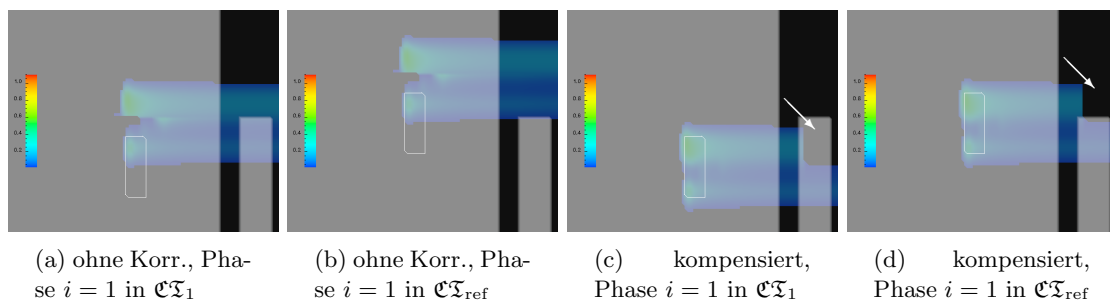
Vergleich zwischen unkorrigierter (a,b) und kompensierter (c,d) Bewegung anhand der Bewegungsphasen. Erfolgt keine Kompensation ist die Strahlposition in allen Bewegungsphasen wie in $\mathcal{CT}_{\text{ref}}$ (a) mit entsprechenden Fehldosisungen ((b) nach Transformation in $\mathcal{CT}_{\text{ref}}$). Wird die Strahlage der Bewegung angepasst erfolgt im Zielvolumen die geplante Dosisdeposition (c,d).
